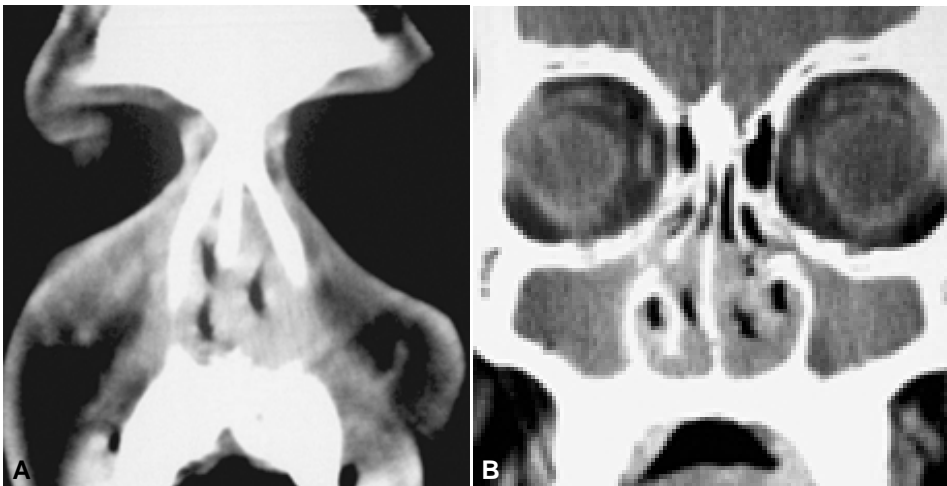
TC coronal. A) LNH de células B que provoca engrosamiento mucoso de las paredes y del septum nasales en las áreas II y IV B) con opacidad de los senos maxilares por obstrucción de los complejos ostiomeatales.
